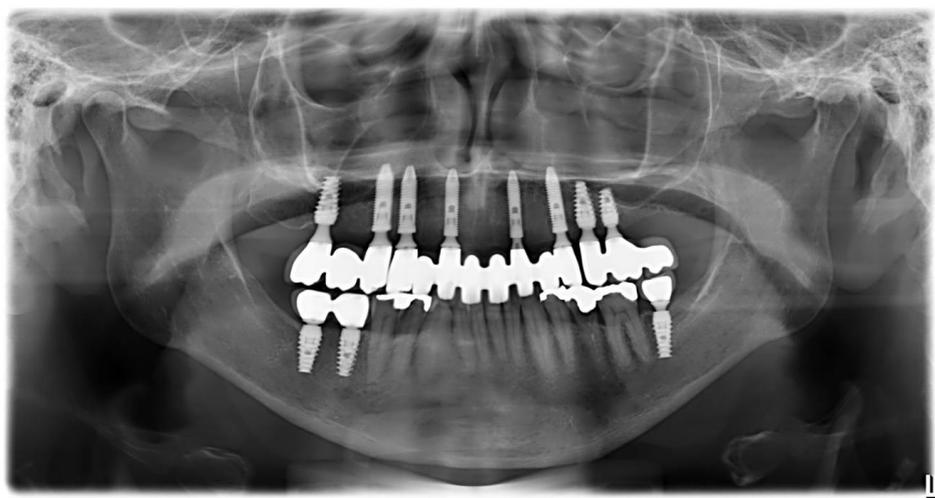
Radiografía panorámica paciente 4.
